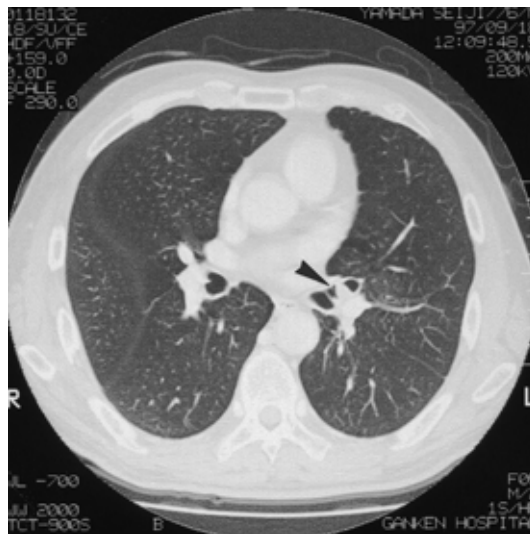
Chest CT showed a polypoid tumor arising from the orifice of the left upper lobe bronchus (arrow head)
